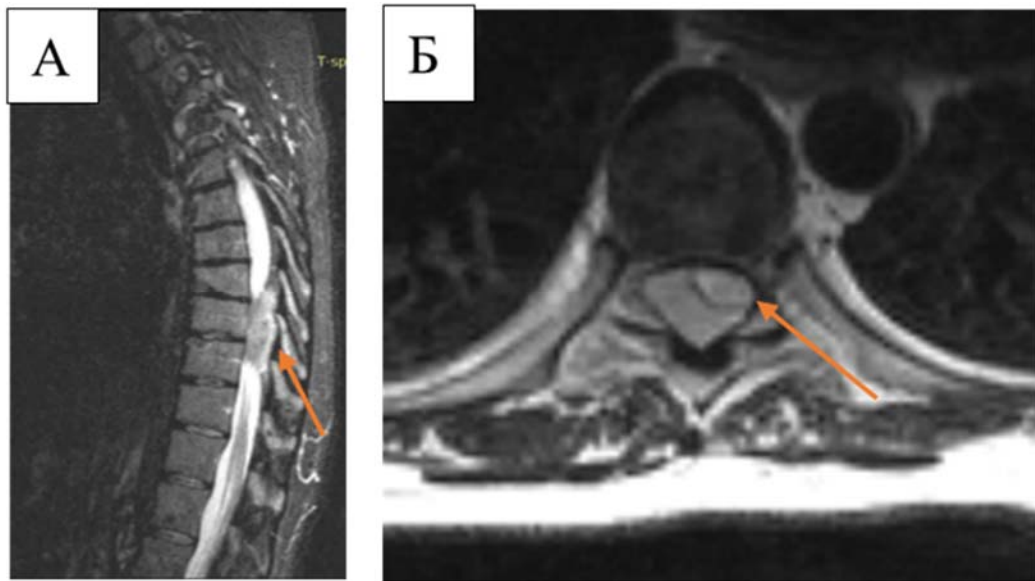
МРТ – изображения в сагиттальной (А) и аксиальной(Б) проекциях в Т2 режиме с контрастным усилением, на которых представлена экстрamedулярная опухоль на уровне Th_{VI-VII} позвонков со смещением спинного мозга в дорзo-латеральном направлении (выделена стрелкой)
